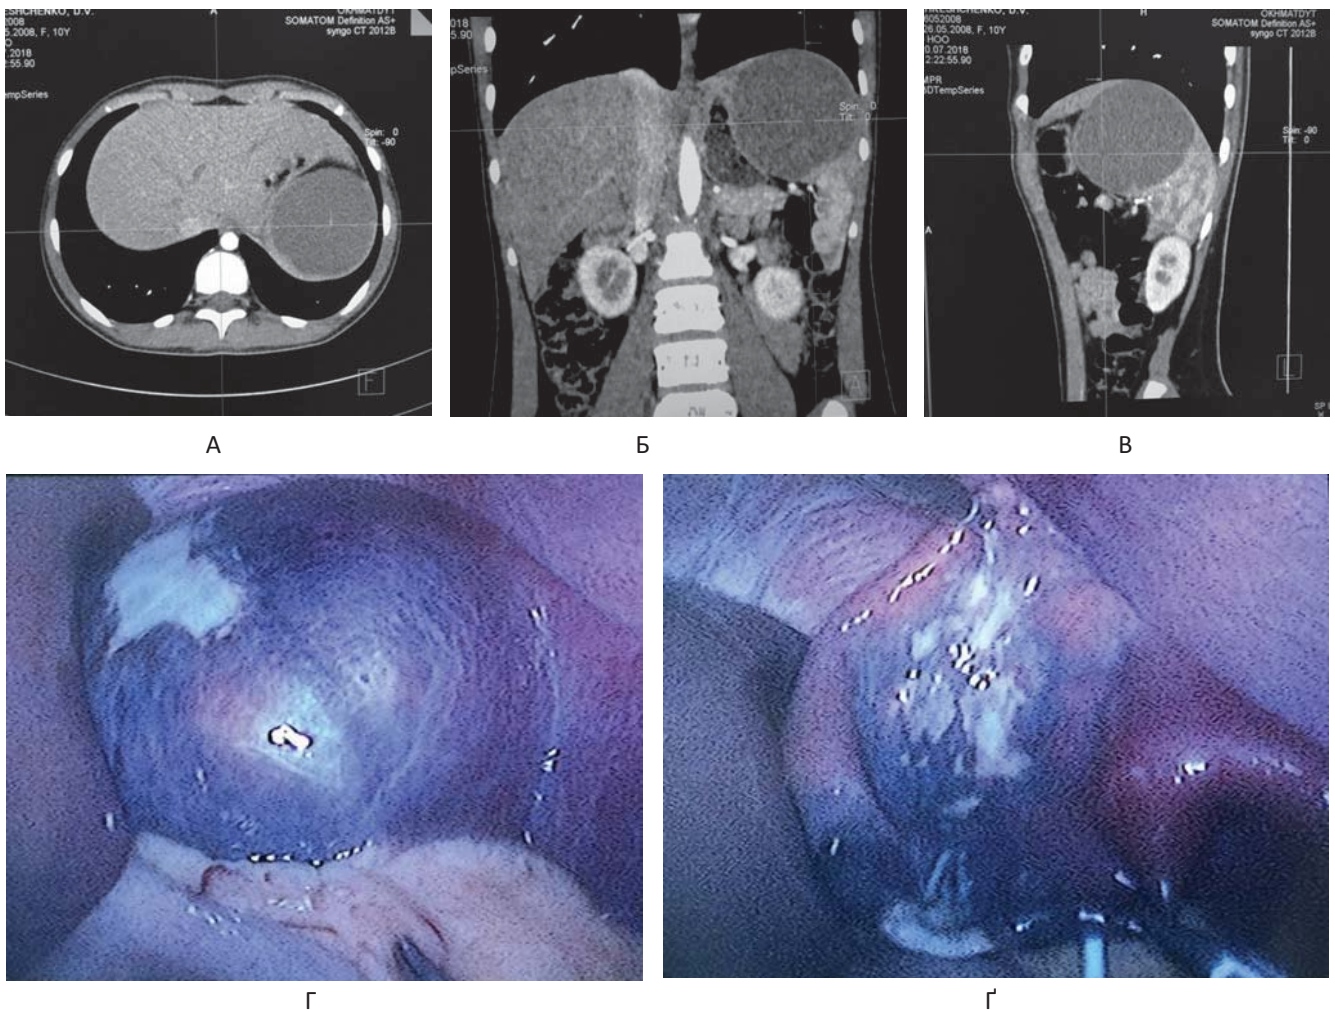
Паралелі між результатами КТ (А,Б,В) та інтраопераційною картиною до (Г) і після (Г) спорожнення кісти верхнього сегмента селезінки великих розмірів у дитини К., 10 років
